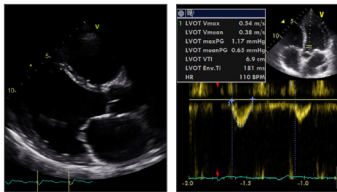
+ 32: Bestimmung des HZV mittels Messung des Ao VTI in cm, Durchmesser des LVOT und Herzfrequenz, Berechnung HZV zB unter <http://echocardiographer.org/Calculators/Calculator.COandSV.html>
